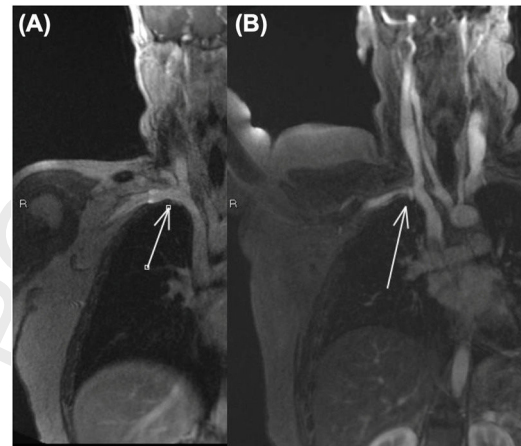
Caso 1: Resonancia magnética dinámica: A: Vena subclavia derecha permeable (flecha) en aducción. B: Vena subclavia derecha comprimida (flecha) con la abducción.
